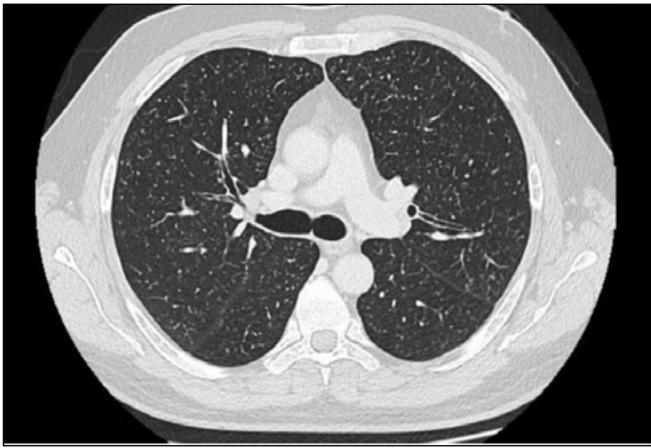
TC tórax con contraste intravenoso. Afectación micronodular centrolobulillar con patrón miliar disperso.
